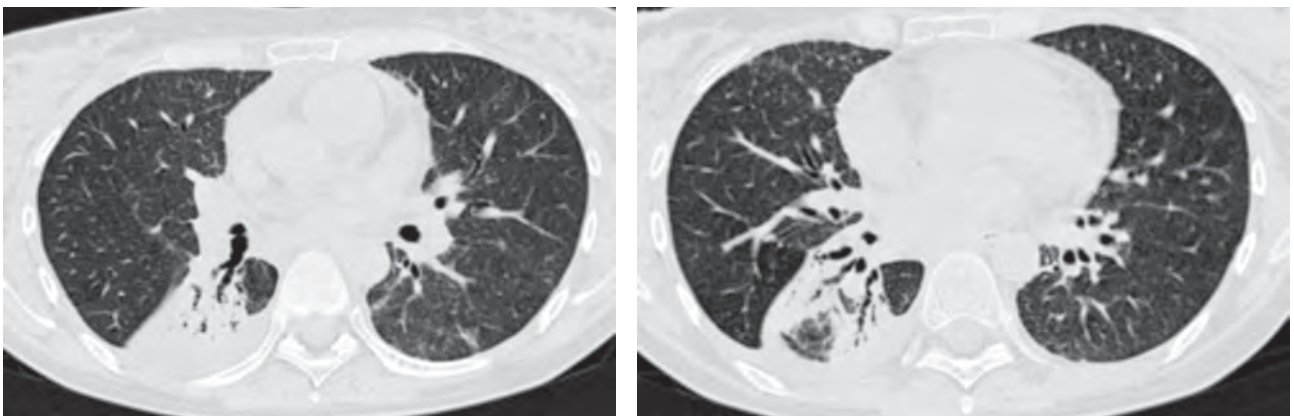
Компьютерная томограмма. Фиброателектаз нижней доли правого легкого. Просвет нижнедолевого бронха и В6 свободен. В частично безвоздушной нижней доле расширенные деформированные просветы мелких бронхов
